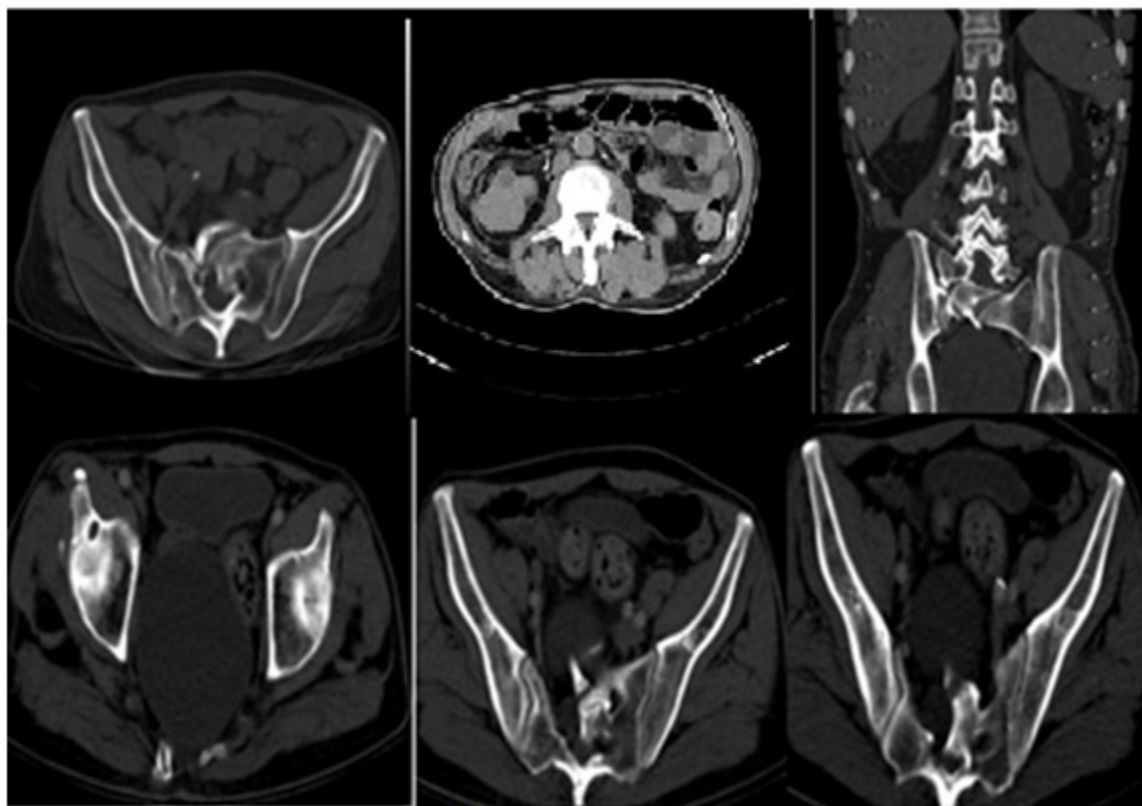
TAC de abdomen. Masa quística pre sacra que contacta con conducto espinal y malformación sacra, agenesia parcial, tipo IV o sacro “en cimitarra”. Tumor renal derecho.
